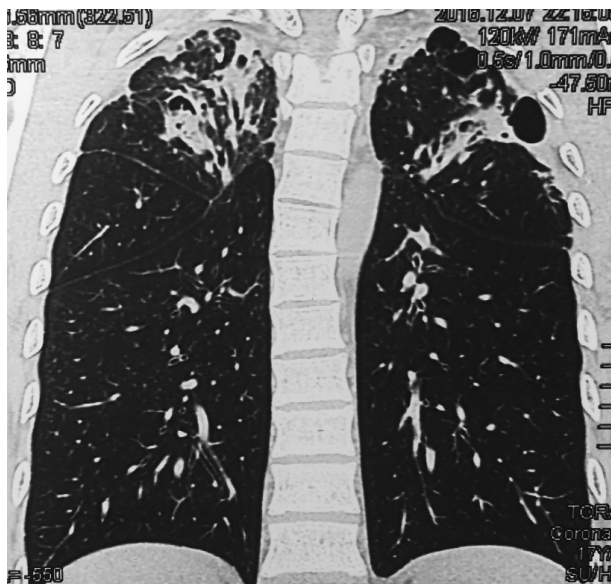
TC coronal. Aspergiloma bilateral. Engrosamiento pleural apical bilateral
